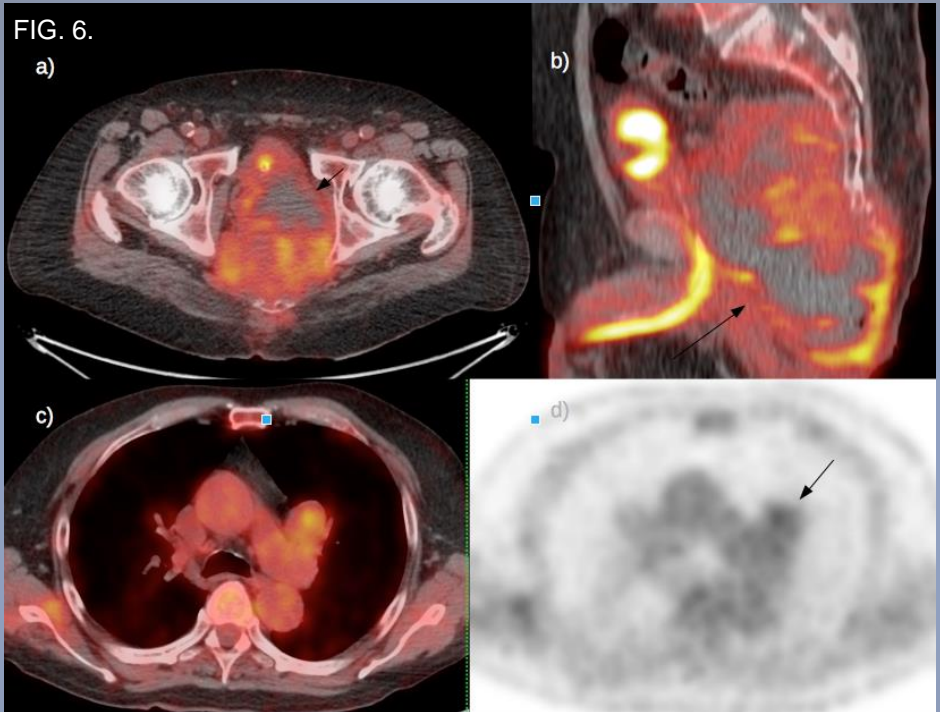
Estudio 18 F-FDG PET TC. a) y b) Paciente portador de cordoma con extenso compromiso a predominio pre sacro, evidenciando hipermetabolismo a predominio perilesional con extensa necrosis central. c) 18 F FDG PET TC y d) 18 F FDG PET MPR axial, donde se observa adenopatía hiliar izquierda hipercaptante secundaria.
